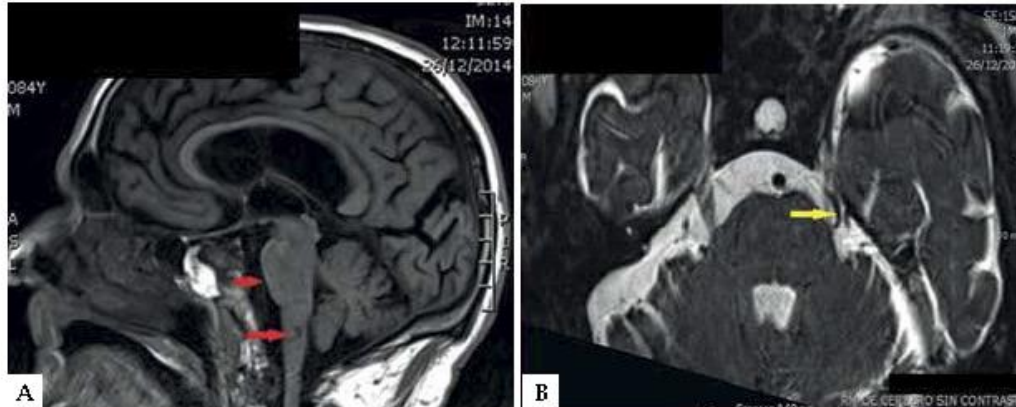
A. MRI showing images of chronic vascular pathology (red arrows). B. Left trigeminal nerve in close contact with the left anterior inferior cerebellar artery (yellow arrow)
